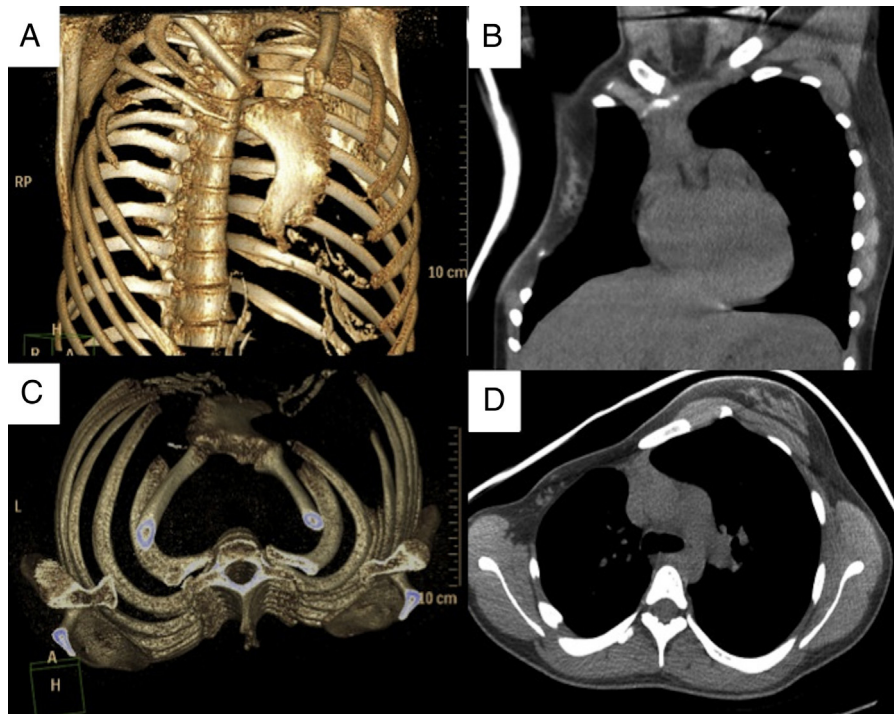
A,B) Reconstrucción en 3D del defecto torácico: A) visión anteroposterior con rotación a la izquierda; B) visión craneocaudal. C,D) Visualización del defecto mediante TC torácica (ventana mediastínica): C) corte coronal; D) corte axial.
